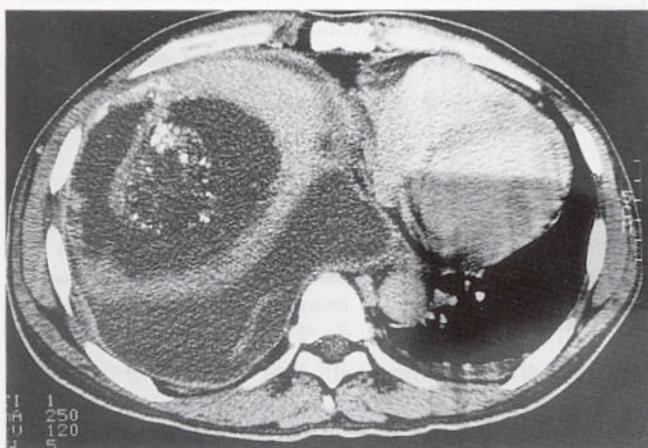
Abdominal CT shows massive necrosis of hepatic tumor with gas formation. Small amount of ascitic fluid is also noted.
